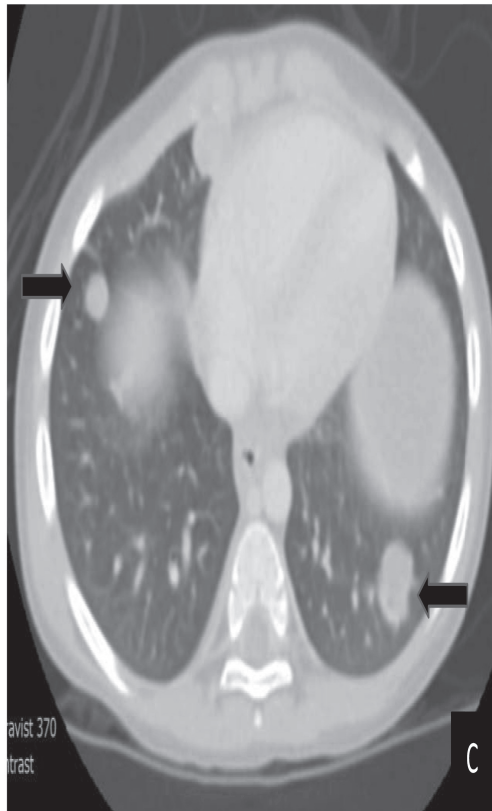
(A) Coronal enhanced CT image shows a large mass arises from pancreas (white arrow), and the rest of pancreas becomes undetectable, with positive phantom organ sign. There are multiple heterogeneous hypodense lesions at spleen, indicating splenic metastasis (black arrow). (B) Axial enhanced CT image shows a tumor splays medial and lateral limbs of left adrenal gland into a beak shape (arrow), positive beak sign. (C) Axial enhanced CT image (lung window) shows multiple pulmonary metastasis (arrows).
